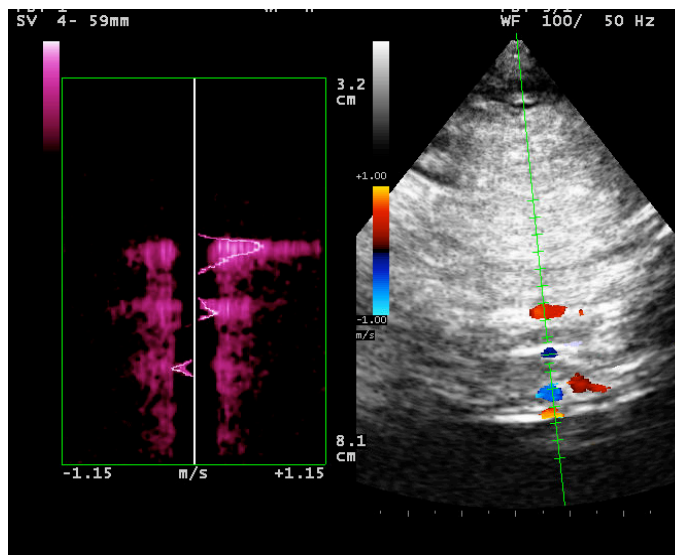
Esempio di direzione di flusso fisiologiche delle 3 vene cerebrali profonde, dalla superficie alla profondità troviamo rispettivamente la Vena di Gale, la cerebrale interna e la Vena di Rosenthal, che come si vede sul tracciato Doppler nella parte sinistra dell'immagine, ha direzione opposta rispetto alle prime 2.
